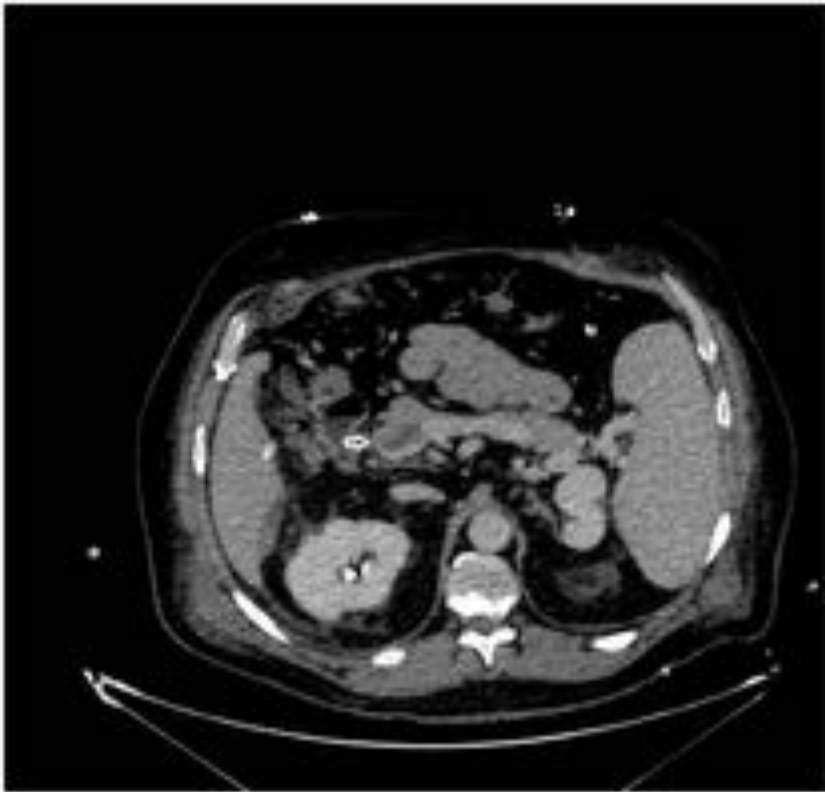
Imagen de TC con contraste en fase portal del paciente trasplantado de la figura anterior (Fig. 10) en la que se observa trombosis masiva de vena porta.
